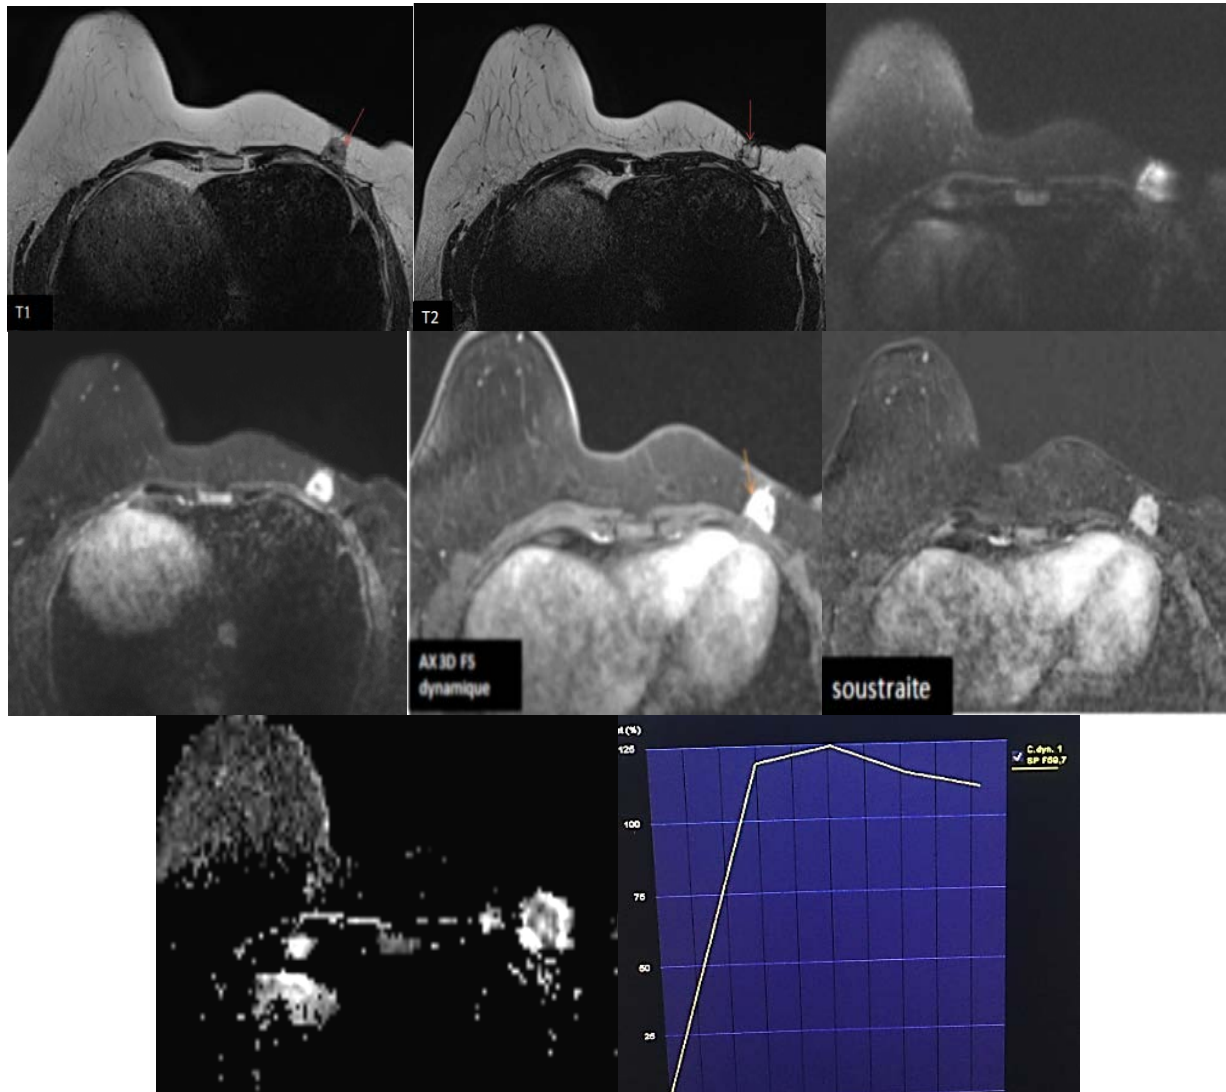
Cancer du sein gauche traité en 2014 (mastectomie), nodule en regard de la cicatrice de mastectomie. IRM : formation nodulaire en regard de la cicatrice opératoire gauche, de contours spiculés, en hyposignal T1, hypersignal hétérogène T2, en hypersignal diffusion avec restriction de l'ADC, se rehausse de façon hétérogène par le PDC, avec une courbe de type 3. Nodule de la cicatrice de mastectomie gauche (BIRADS 5 de l'ACR), en faveur d'une récurrence.
